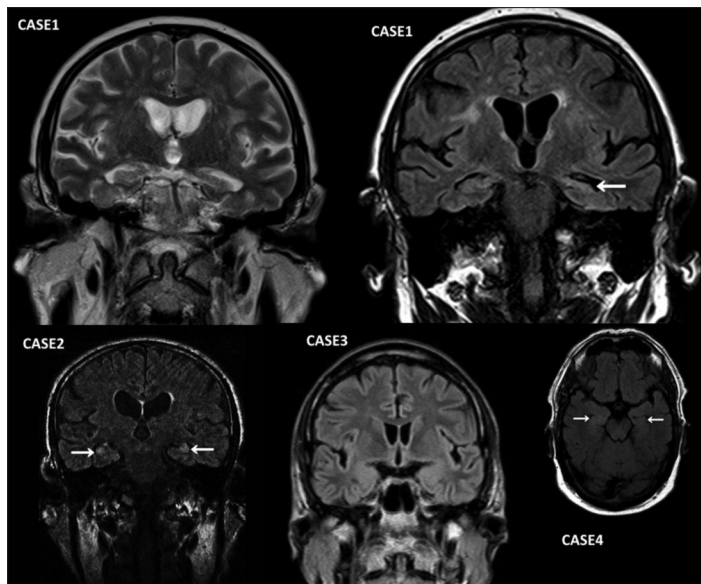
Brain MRI of 4 patients with GABA_BR encephalitis. Case 1. T2-weighted coronal MRI showed normal temporomesial regions in 2011 (left). Two years later (2013, right), FLAIR-weighted coronal MRI indicated hyperintense signal and atrophy of the left hippocampus (arrow). Case 2. The re-evaluation of the FLAIR-weighted coronal MRI revealed bilateral FLAIR-hyperintensities in both hippocampal areas (arrows). Case 3. FLAIR-weighted coronal MRI finding was normal. Case 4. FLAIR-weighted axial MRI indicated bilateral mesiotemporal hyperintensities (arrows)
